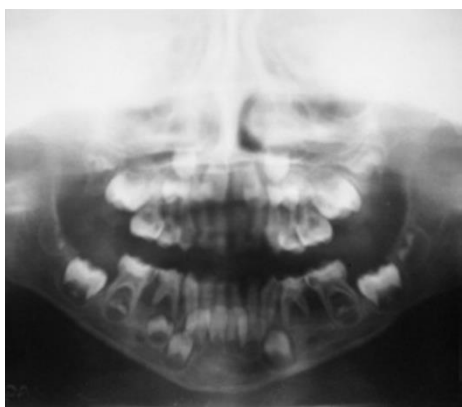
radiographie panoramique montrant l'alvéolyse précoce généralisée (71)
